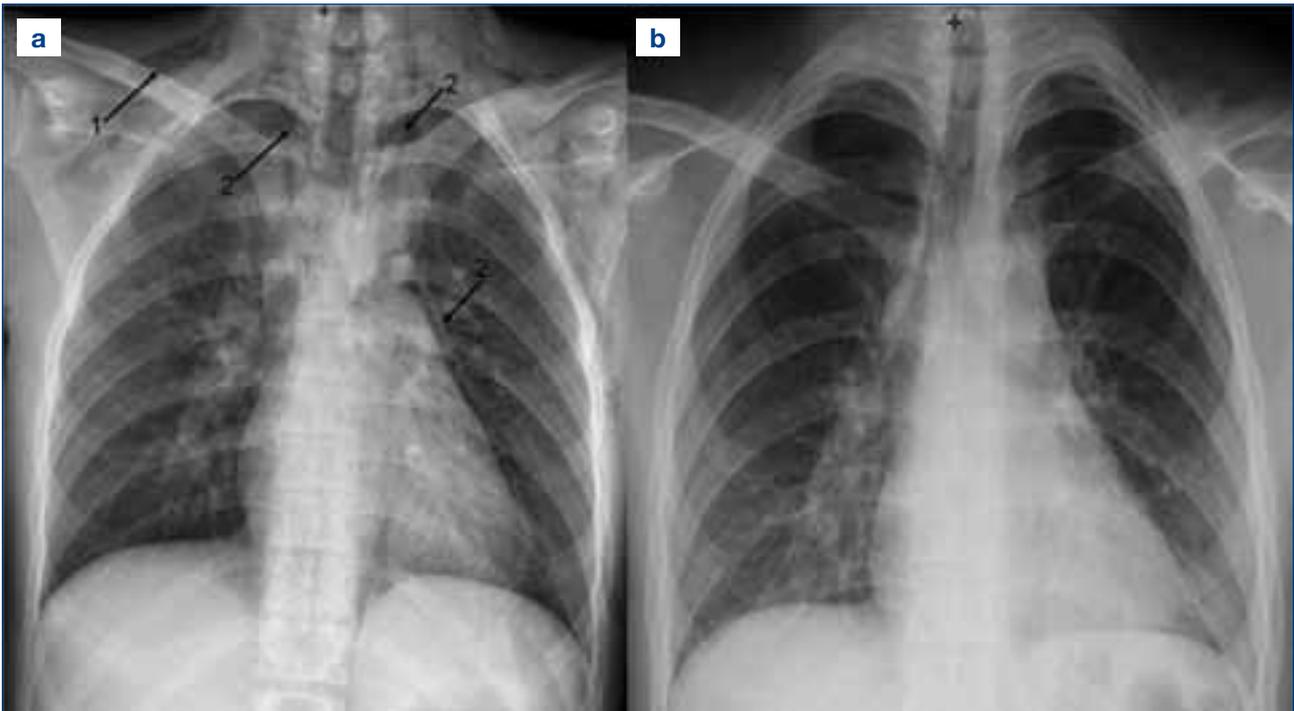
a) Radiografia del torace eseguita in Pronto Soccorso dove si evidenzia la presenza di aria libera in sede mediastinica (freccia 2) e presenza di enfisema sottocutaneo (freccia 1). b) Radiografia del torace in XI giornata che evidenzia completa risoluzione del quadro.
